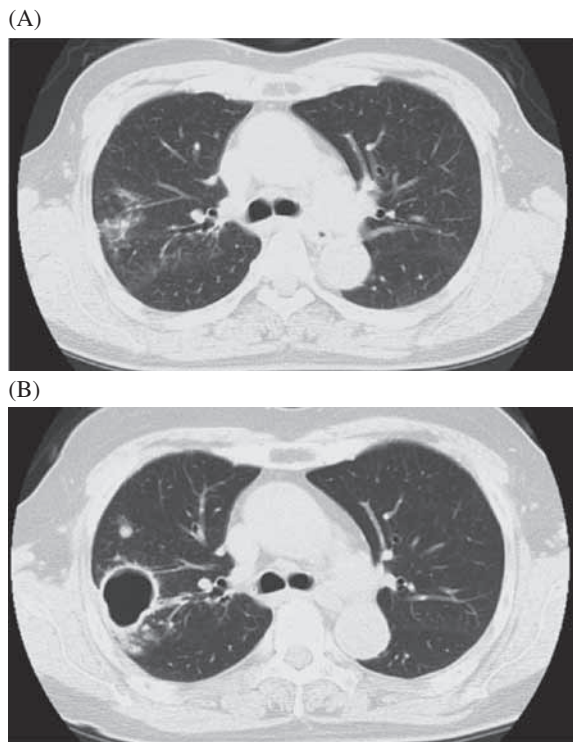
(A) Chest CT scan imaging on one year before starting prednisolone. The manifestations had been showing no significant changes for several years. (B) Chest CT scan imaging on ten months after starting treatment of polymyalgia rheumatica with prednisolone. The lung region expanded and formed cavity.
